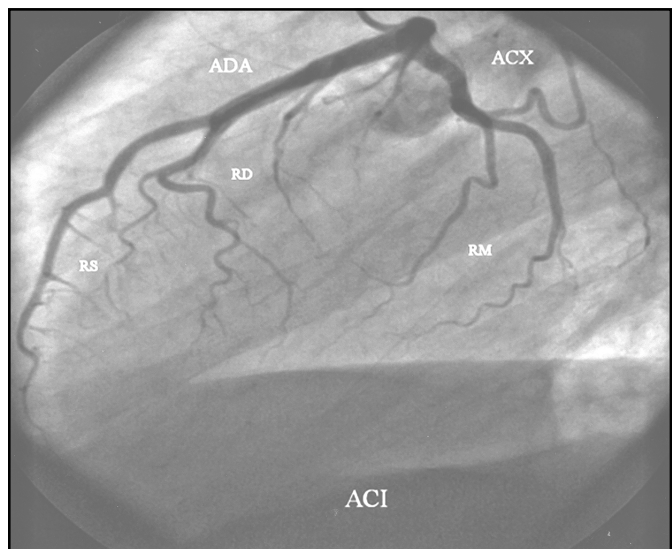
Arteria coronaria izquierda. Anatomía normal. ADA: Arteria descendente anterior; RD: Rama diagonal; RS: Ramas septales; ACX: Arteria circunfleja; RM: Ramas marginales o laterales.
